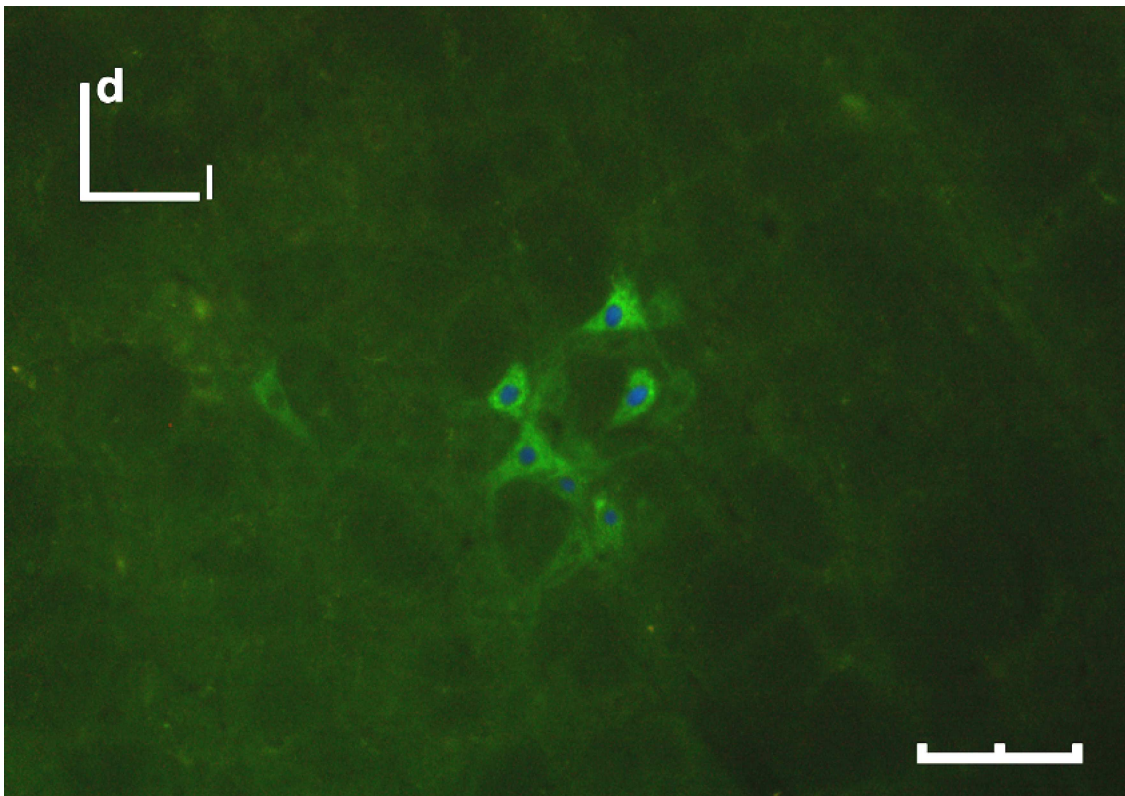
Imagen de un grupo de ocho neuronas agrupadas en el núcleo ambiguo y trazadas tras la inyección en el músculo cricotiroideo de CT β conjugada a Alexa Fluor 488. Los núcleos están marcados con DAPI. Calibración: 50 μ m.
